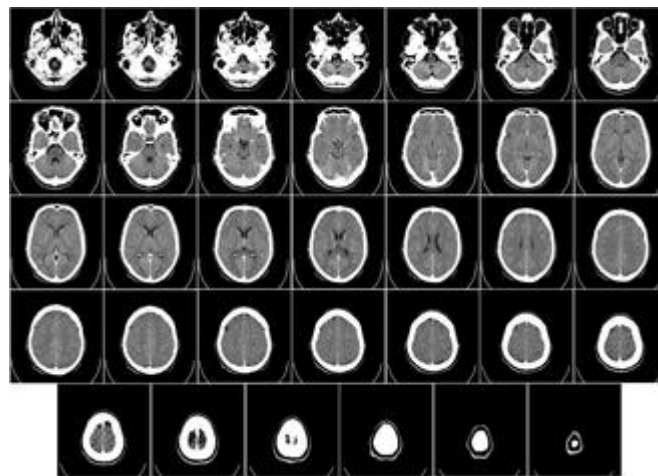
Зображення КТ горизонтального зрізу мозку людини.
